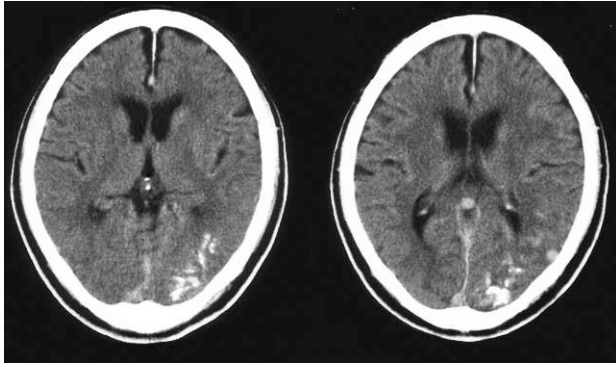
Plain computed tomography demonstrating prominent calcification in the cortico-medullary junction at the left temporal and occipital lobe.
